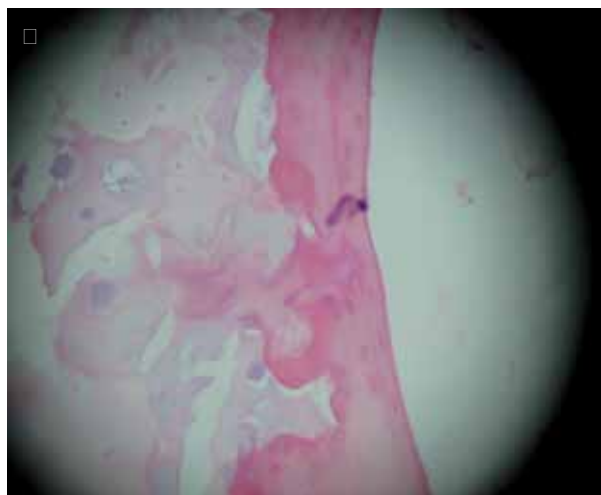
Figura □ □. TAC tridimensional en la que se observa un osteocondroma en el fémur. □. Centro maduro en el hueso laminar, recubierto por cartílago.
